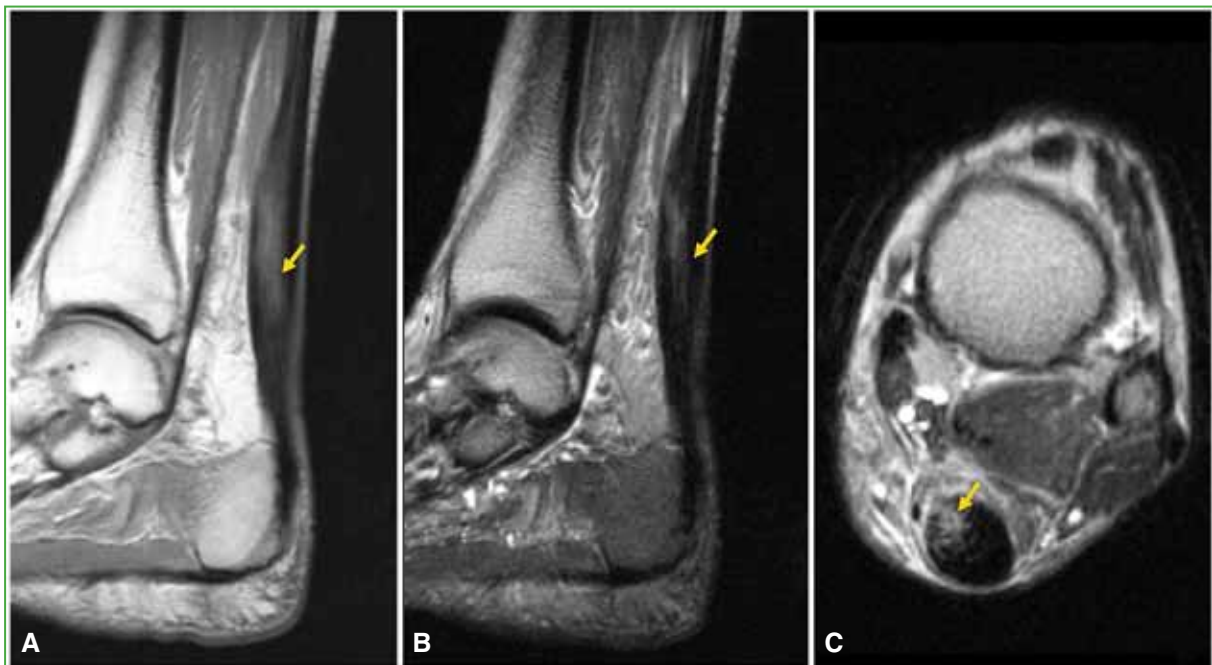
Resonancia magnética que muestra un desgarro parcial en una tendinopatía crónica. El tendón está engrosado y muestra cambios de señal sugerentes de tendinosis (A y B). Se reconoce un desgarro parcial en las fibras mediales en la secuencia axial T2 (C).
